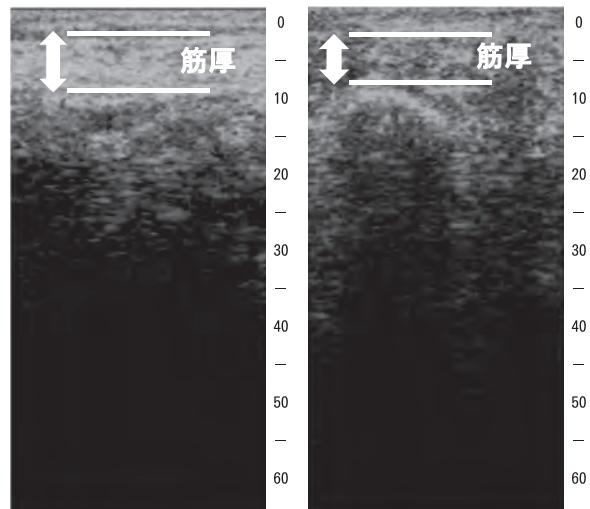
Bモードで撮像した超音波画像からのデータ作成
